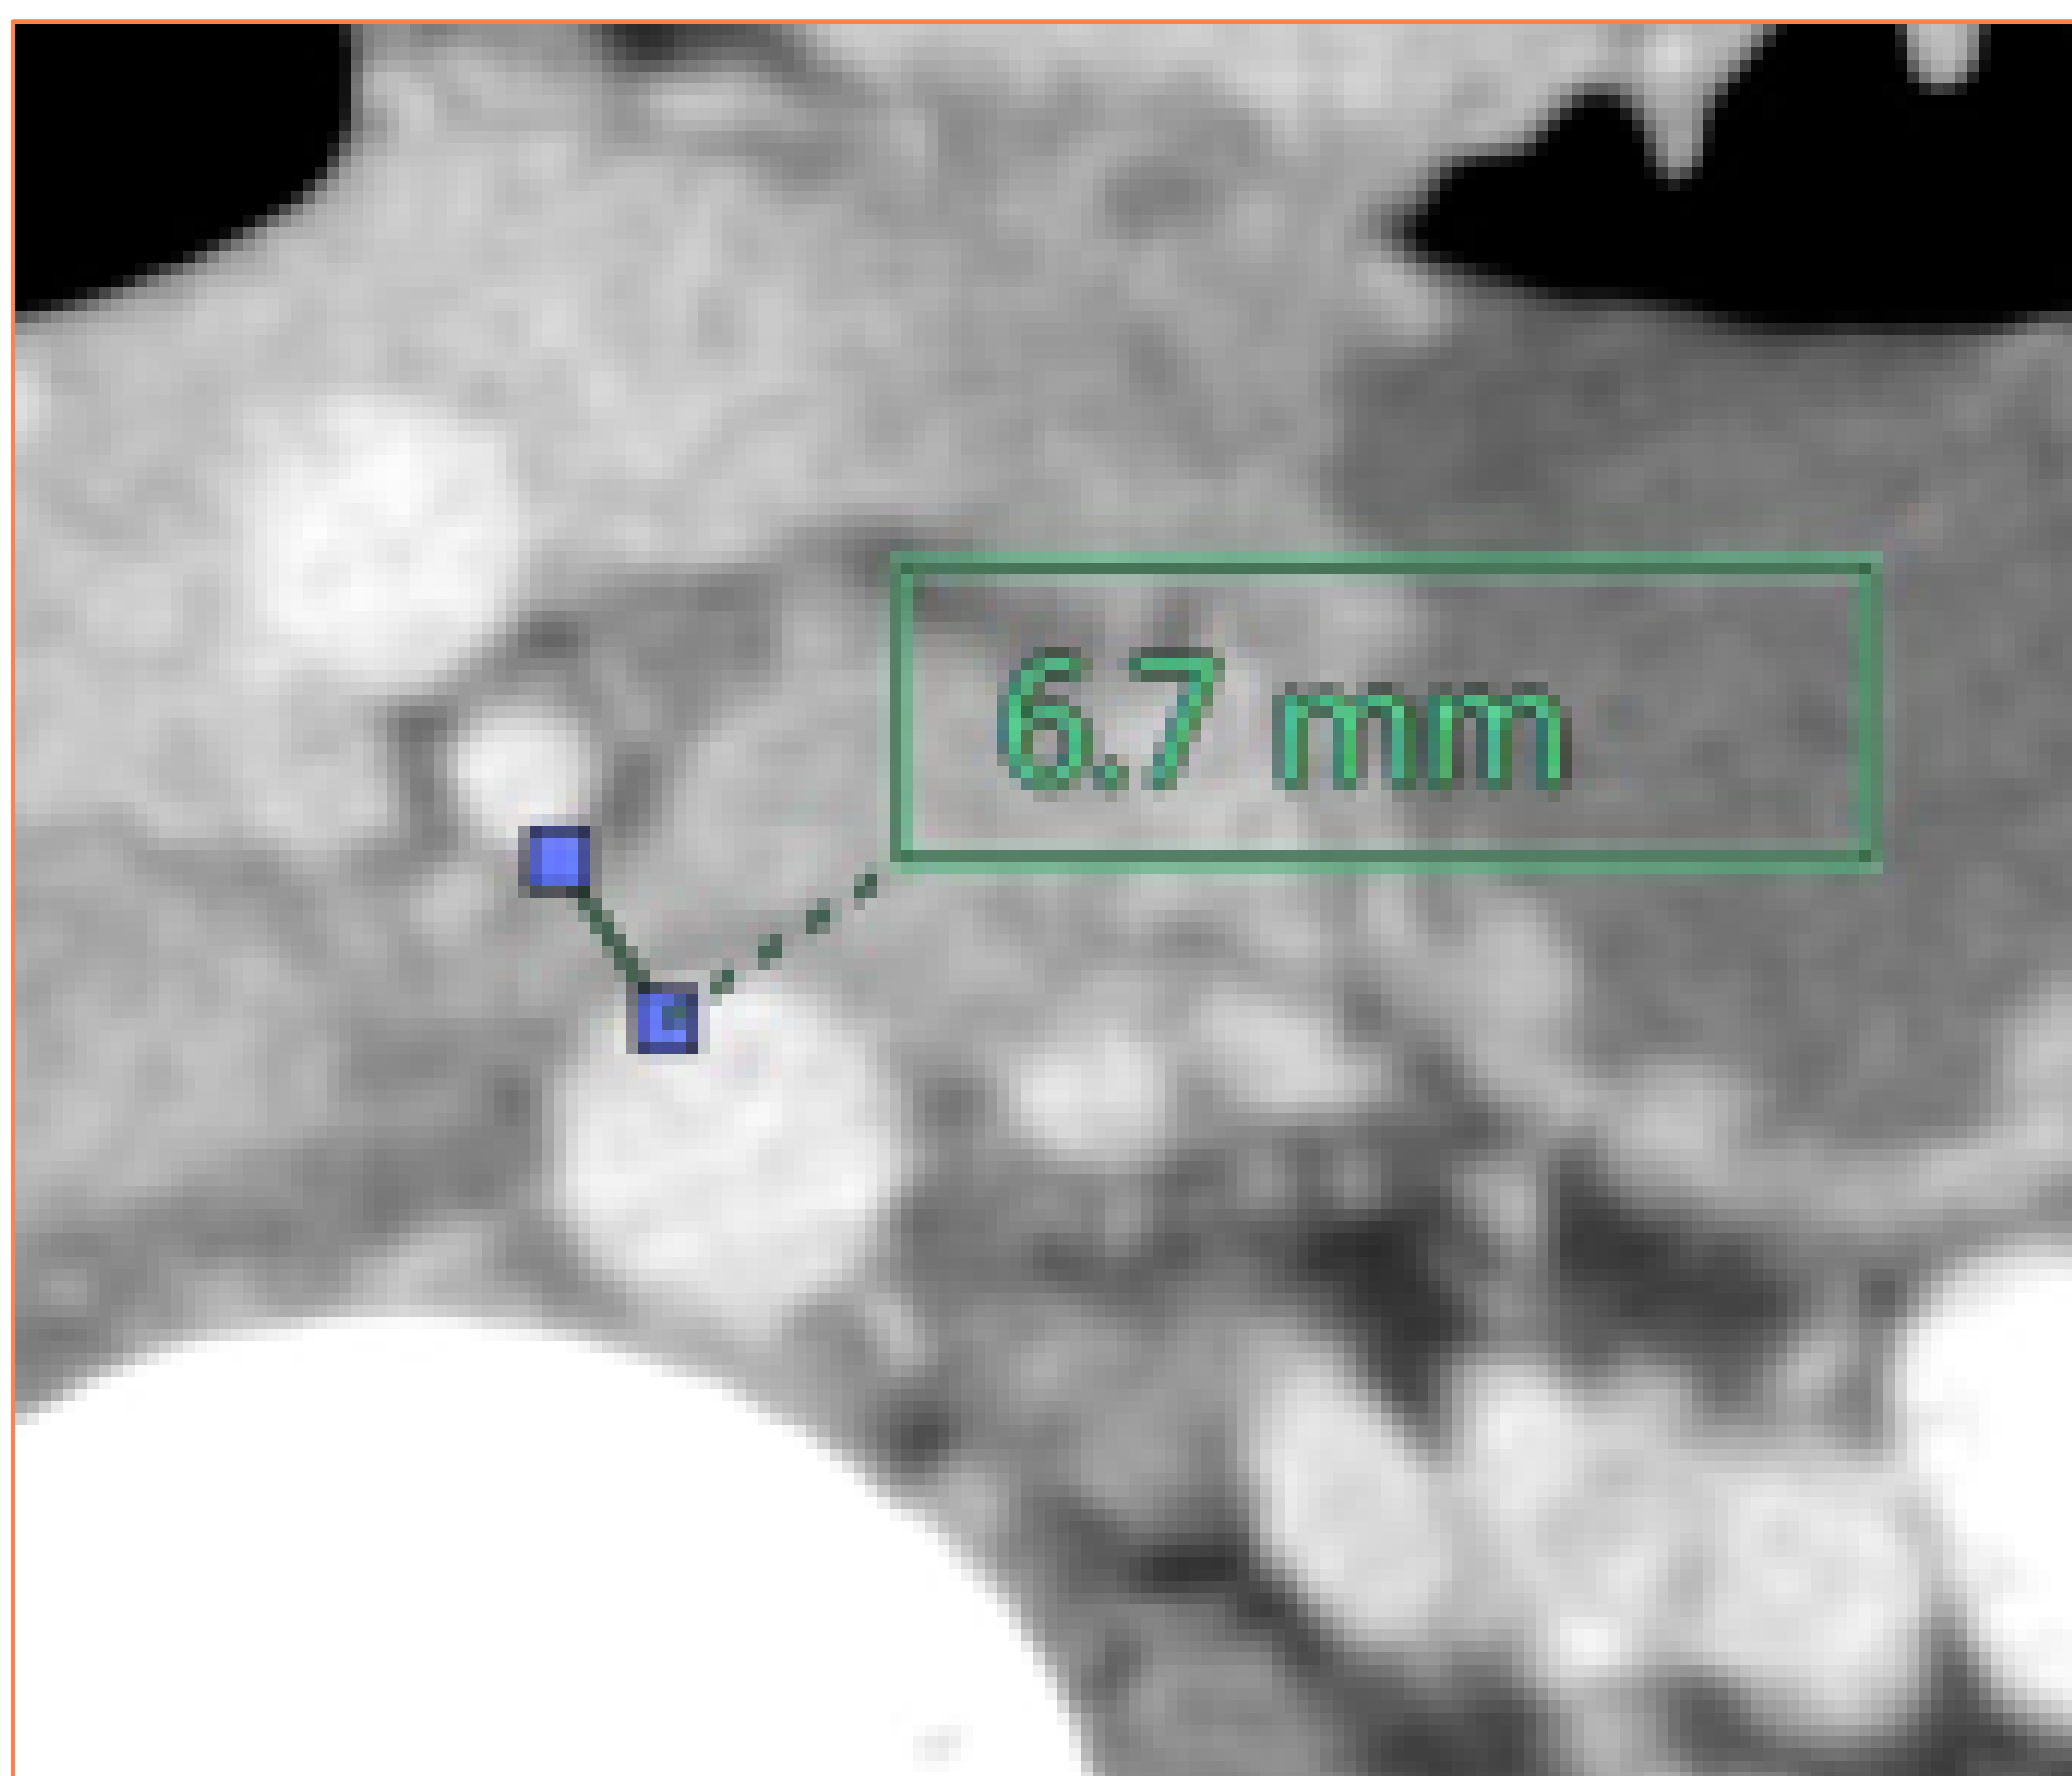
Imagen axial de TC que muestra estrechamiento de la distancia aortomesentérica a menos de 8-10 mm.
